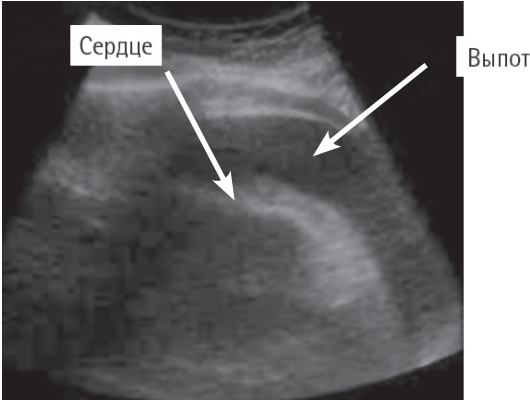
УЗИ сердца при тампонаде
